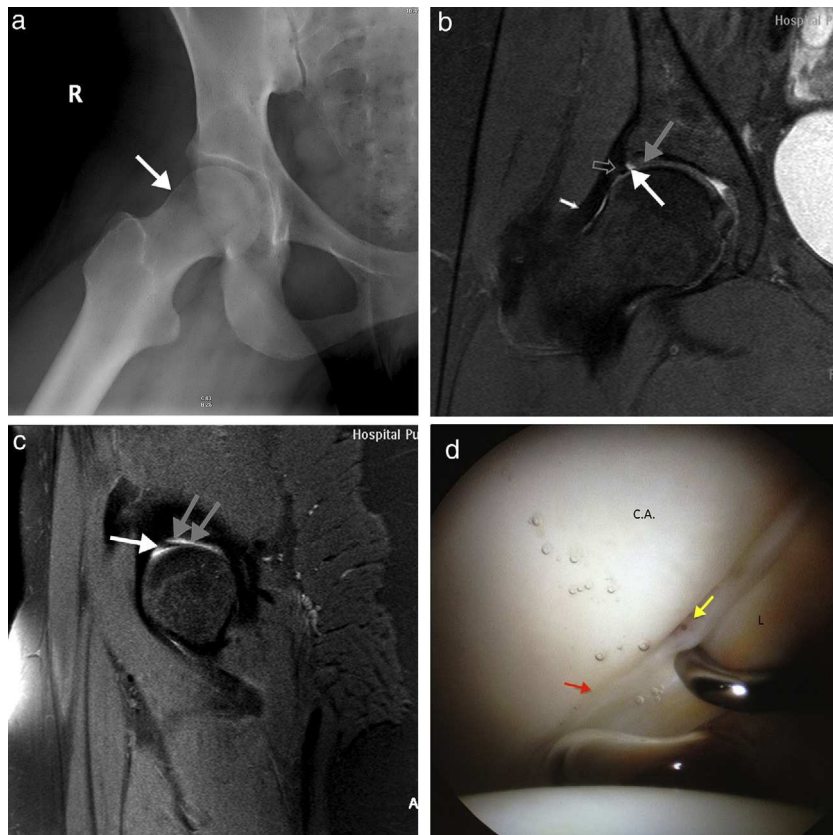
Mujer de 31 años con pinzamiento fémoroacetabular tipo «cam» de la cadera derecha. (a) En la radiografía axial de Dunn modificada se observa la deformidad en la región anterosuperior de la unión cabeza-cuello femoral (flecha blanca). (b) La imagen coronal de RM 3T potenciada en densidad protónica con saturación de la grasa muestra el labrum acetabular de tamaño, forma e intensidad de señal normal (flecha hueca); el sulcus sublabral (flecha blanca) se define como el plano de separación en la unión condrolabral con hiperintensidad entre el labrum acetabular y el cartílago de la unión condrolabral (flecha gris), el cual presenta un grosor normal y una intensidad de señal intermedia; la cápsula articular (flecha rellena blanca) no está distendida, no se define el receso perilabral. (c) La imagen sagital de RM 3T potenciada en densidad protónica con saturación de la grasa muestra el sulcus sublabral (flechas grises) y el labrum acetabular (flecha blanca). (d) La imagen de artroscopia de la cadera derecha muestra el cartílago acetabular (C.A.), la unión condrolabral (flecha roja) y el palpador retrae el labrum acetabular normal (L) mostrando el sulcus sublabral (flecha amarilla).
